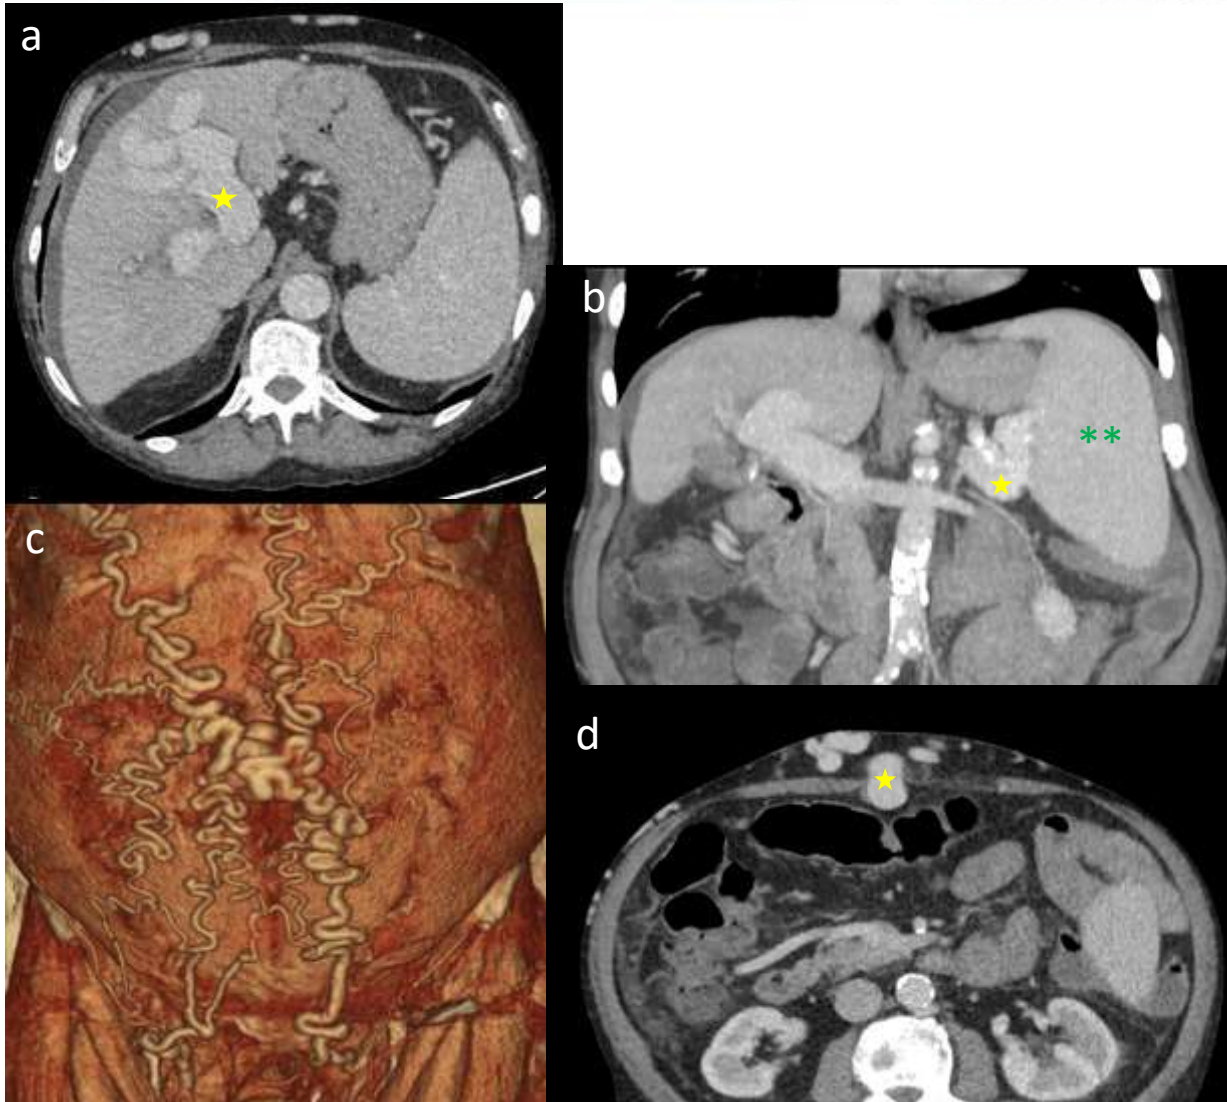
TC abdominal en fase venosa con reconstrucción volumétrica.
